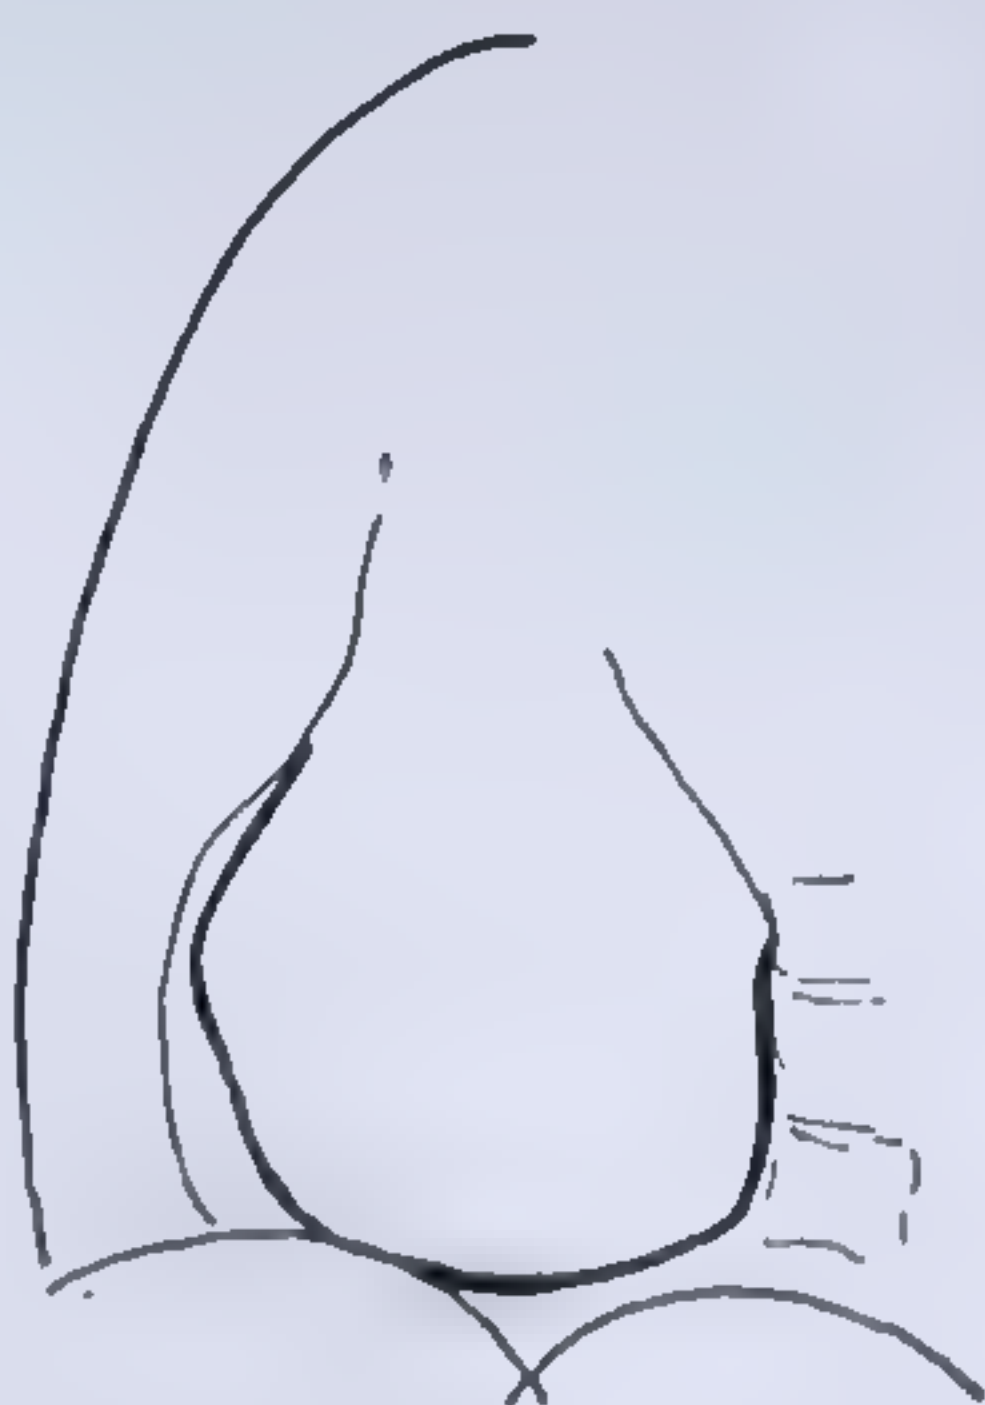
a. — Pe radiografia inimii (de față) se observă o calcificare parțială a pericardului în dreptul ventriculului stâng, continuându-se și la învelișul bazei inimii.
